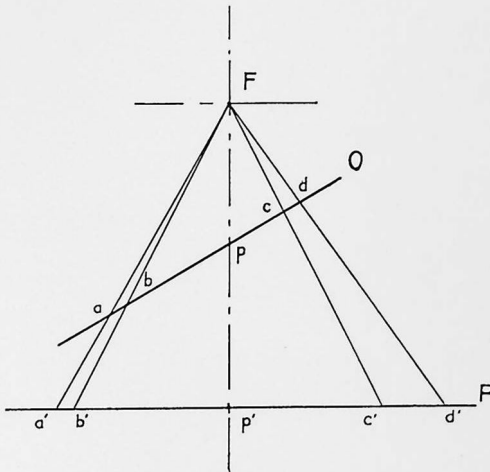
F, foyer de l'ampoule ; O, plan de l'objet à radiographier ; P, plaque radiographique.
